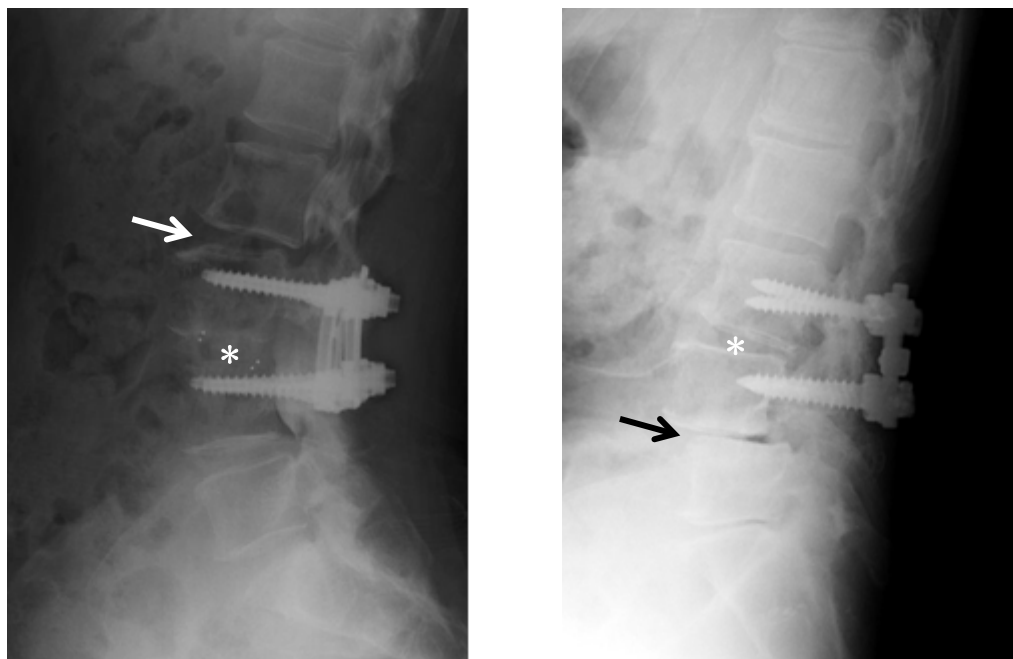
－2 インプラントを用いた腰椎後方固定術後のX線写真
